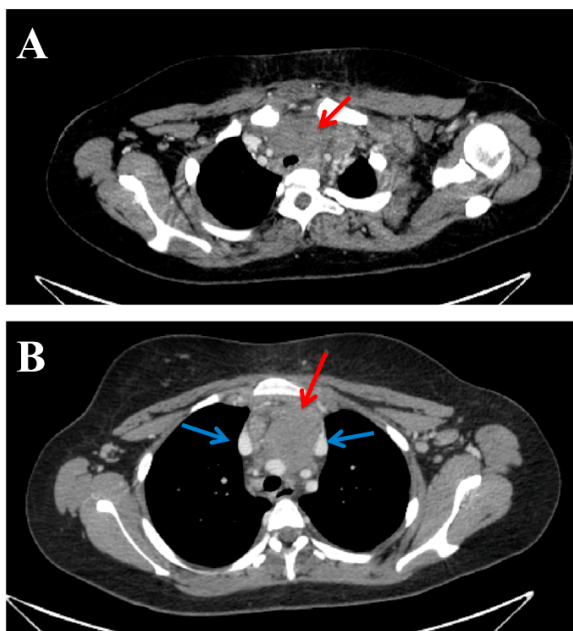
Paziente di 14 anni, di sesso femminile, affetta da linfoma di Hodgkin. La TC documenta tessuto solido (freccia rossa), della stessa densità dei tessuti molli, che occupa il mediastino antero-superiore e che, caudalmente (figura B), si insinua tra i due tronchi venosi brachiocefalici (freccie blu). La massa disloca i vasi senza segni di infiltrazione.
